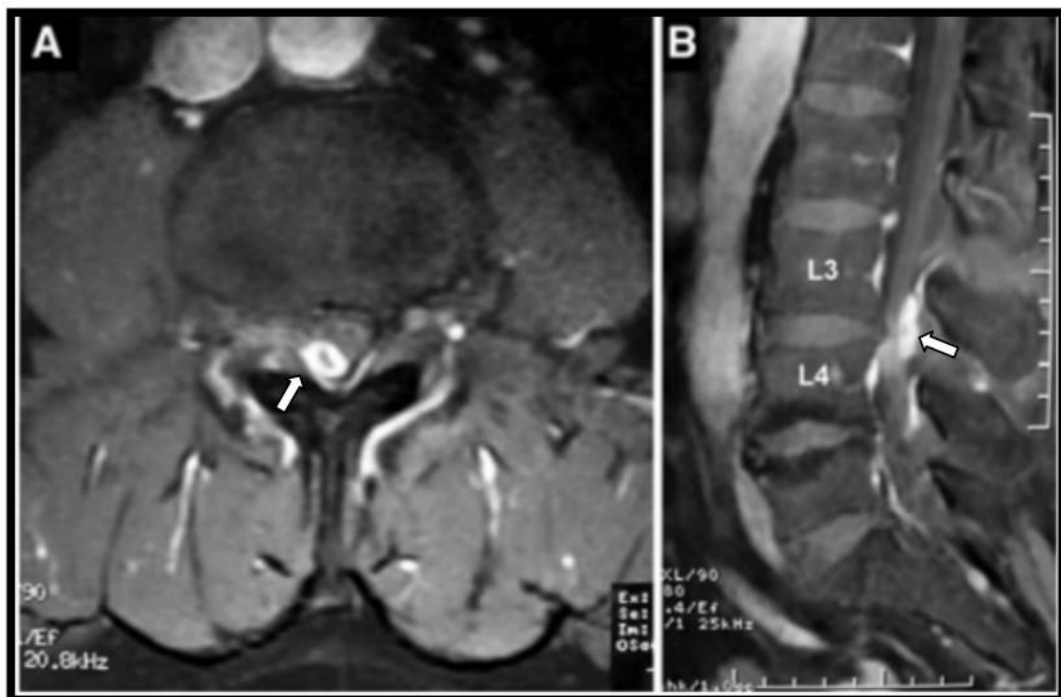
Coupe axiale (A) et sagittale (B) d'IRM en T1 après injection de Gadolinium montre un rehaussement à la périphérie du matériel discal [180].
